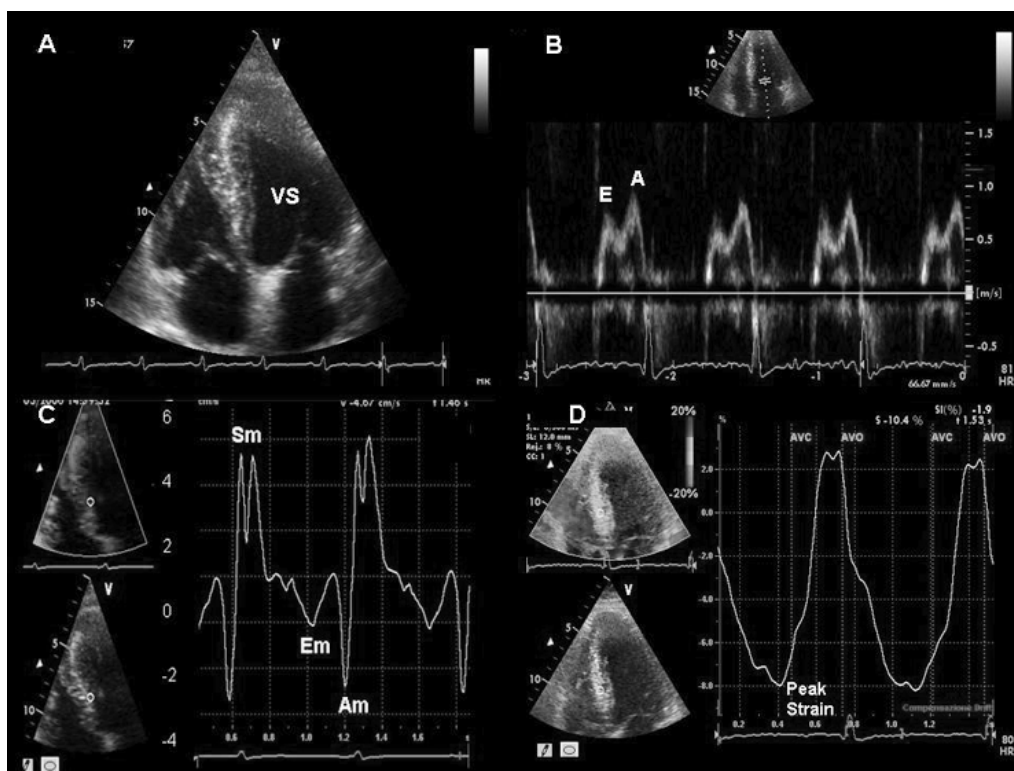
Ipertrofia patologica del ventricolo sinistro: cardiomiopia ipertrofica. Sezioni 4 camere apicale (A), flussimetria Doppler transmitralica (B), pattern di color Doppler tissutale (C) e curva di strain (D). Nell'ipertrofia patologica della cardiomiopia ipertrofica, la funzione protodiastolica regionale è compromessa, con velocità E_m di ridotta ampiezza e netta inversione del rapporto E_m/A_m . Anche lo strain del setto interventricolare risulta estremamente ridotto, con un valore di deformazione sistolica di picco dell'8%.
